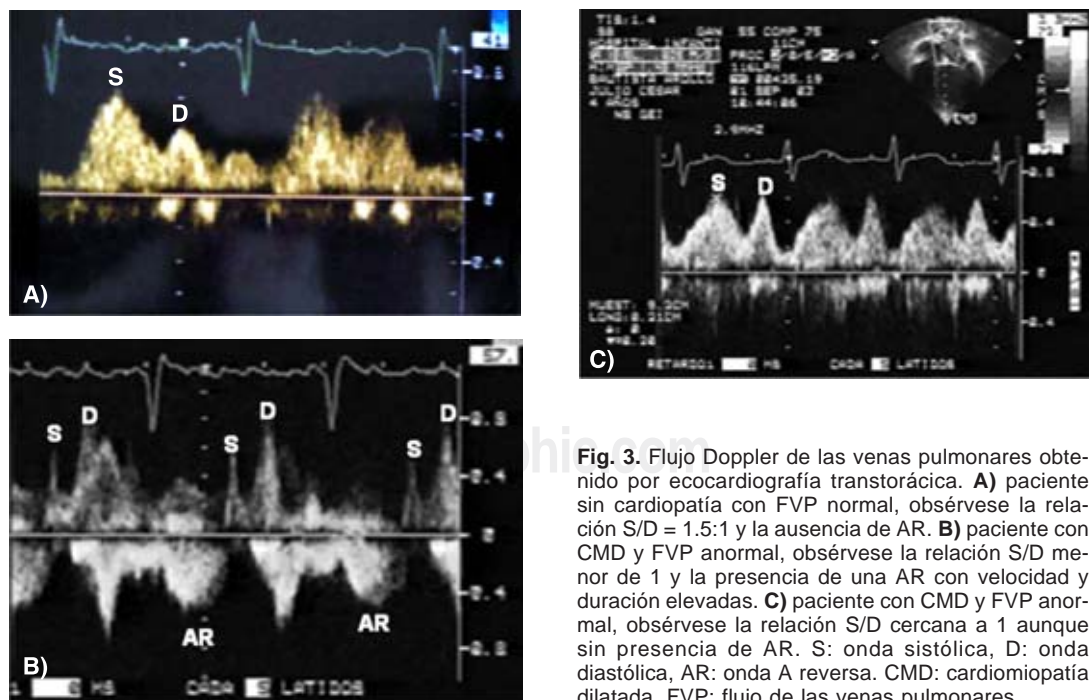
Flujo Doppler de las venas pulmonares obtenido por ecocardiografía transtorácica. A) paciente sin cardiopatía con FVP normal, obsérvese la relación S/D = 1.5:1 y la ausencia de AR. B) paciente con CMD y FVP anormal, obsérvese la relación S/D menor de 1 y la presencia de una AR con velocidad y duración elevadas. C) paciente con CMD y FVP anormal, obsérvese la relación S/D cercana a 1 aunque sin presencia de AR. S: onda sistólica, D: onda diastólica, AR: onda A reversa. CMD: cardiomiopatía dilatada, FVP: flujo de las venas pulmonares.
